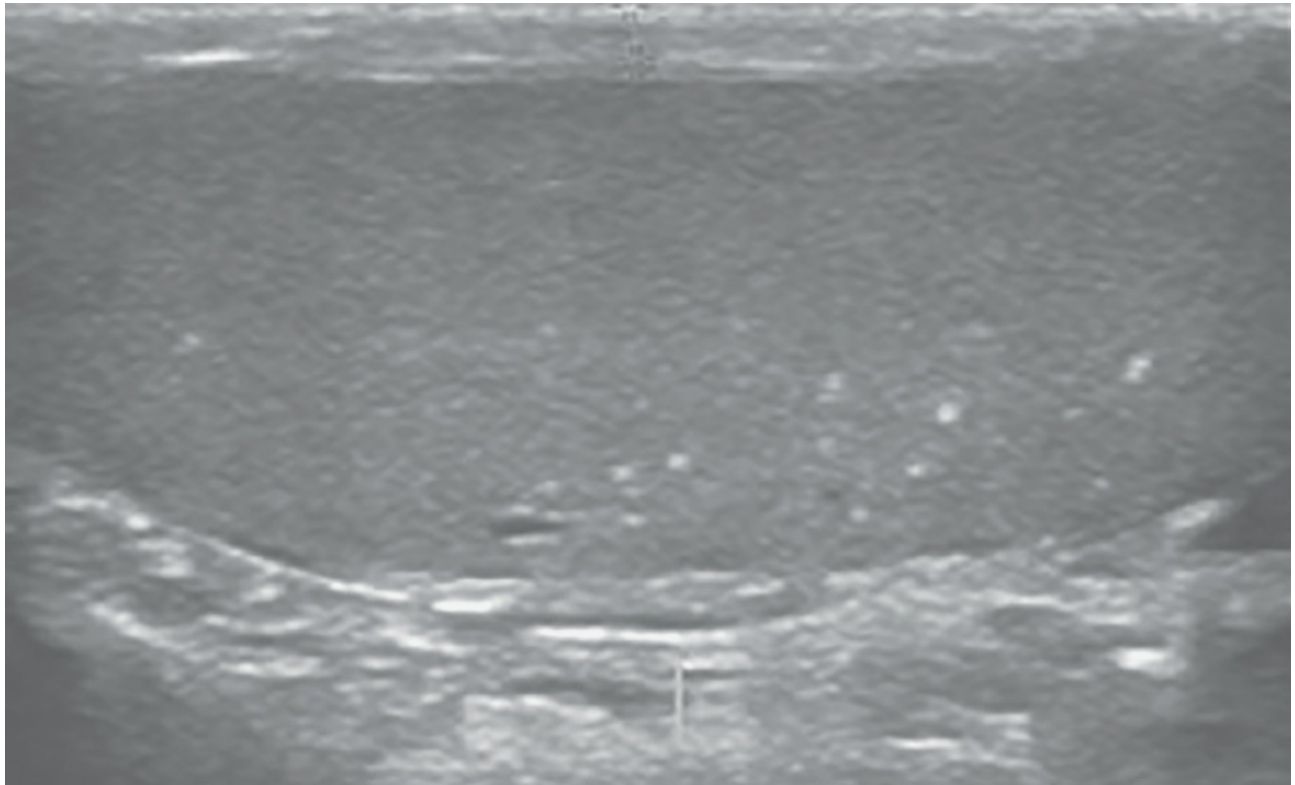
Ultrasonido testículo derecho.
